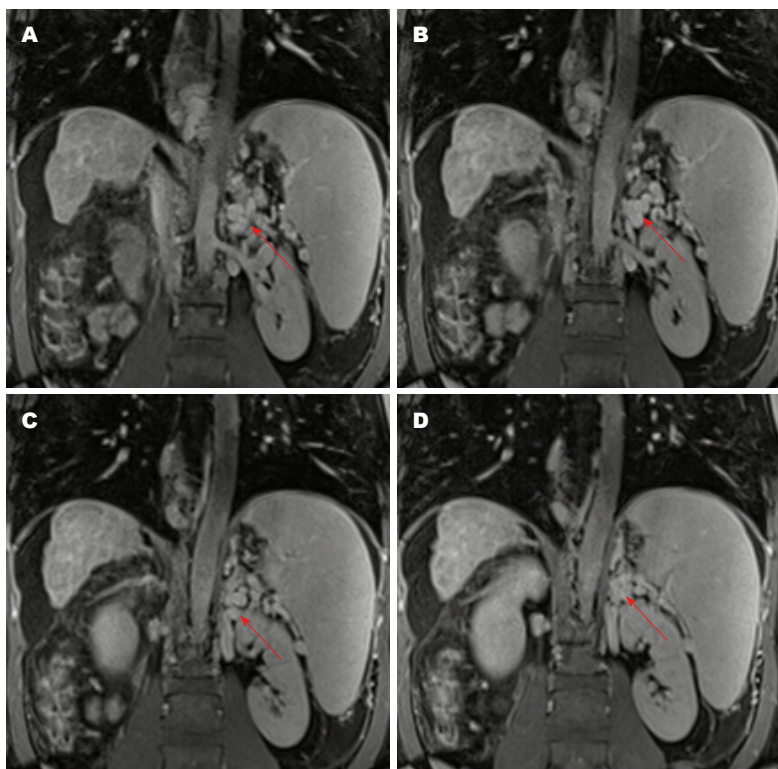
自发性脾肾分流的增强MRI图像(冠状位). 红色箭头指的是自发性脾肾分流, 本图来自北部战区总医院消化内科的患者.
